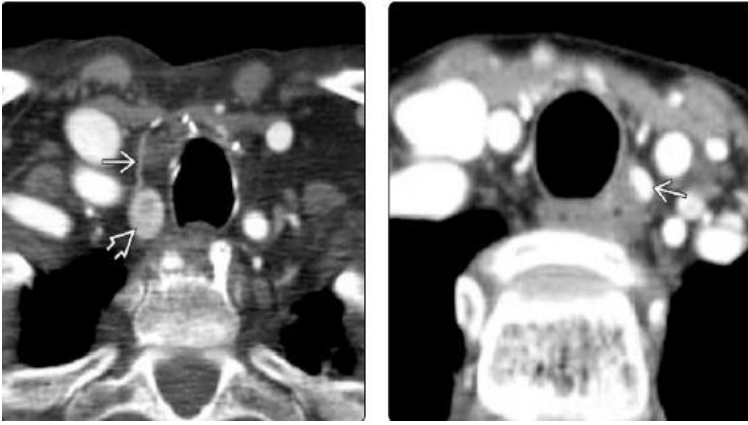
Аксиальные срезы КТ с контрастом, (Слева) типичная картина артерии (→) кровоснабжающей образование ОЩЖ (⇒); (Справа) активно накапливающее контраст образование ОЩЖ, которое однако слабо визуализировалась в отсроченную (венозную) фазу, по плотности практически соответствовало пищеводу. (изображения из Diagnostic Imaging: head and neck, 3d edition, Elsevier 2017)
